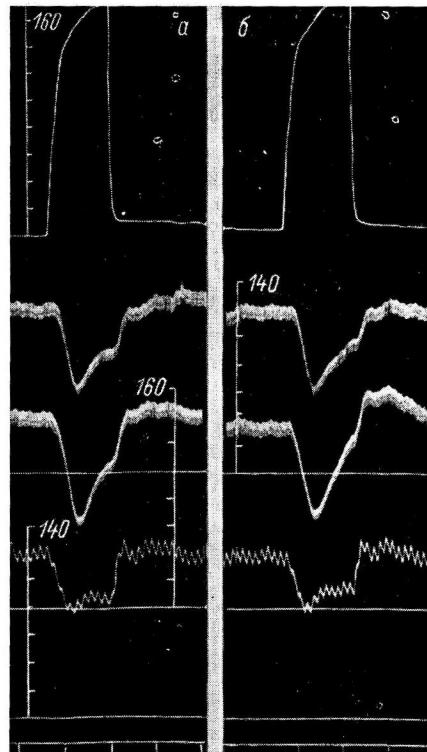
Рефлекторное расширение сосудов левой и правой задней конечностей до (а) и после (б) перерезки задних корешков спинного мозга: 4—7-го поясничных и 1-го крестцового. Цифры у шкалы здесь и на следующих рисунках — давление (в мм рт. ст.). Сверху вниз: перфузионное давление в левом каротидном синусе; резистограммы сосудов правой и левой конечностей; артериальное давление; отметка времени (30 сек.).
